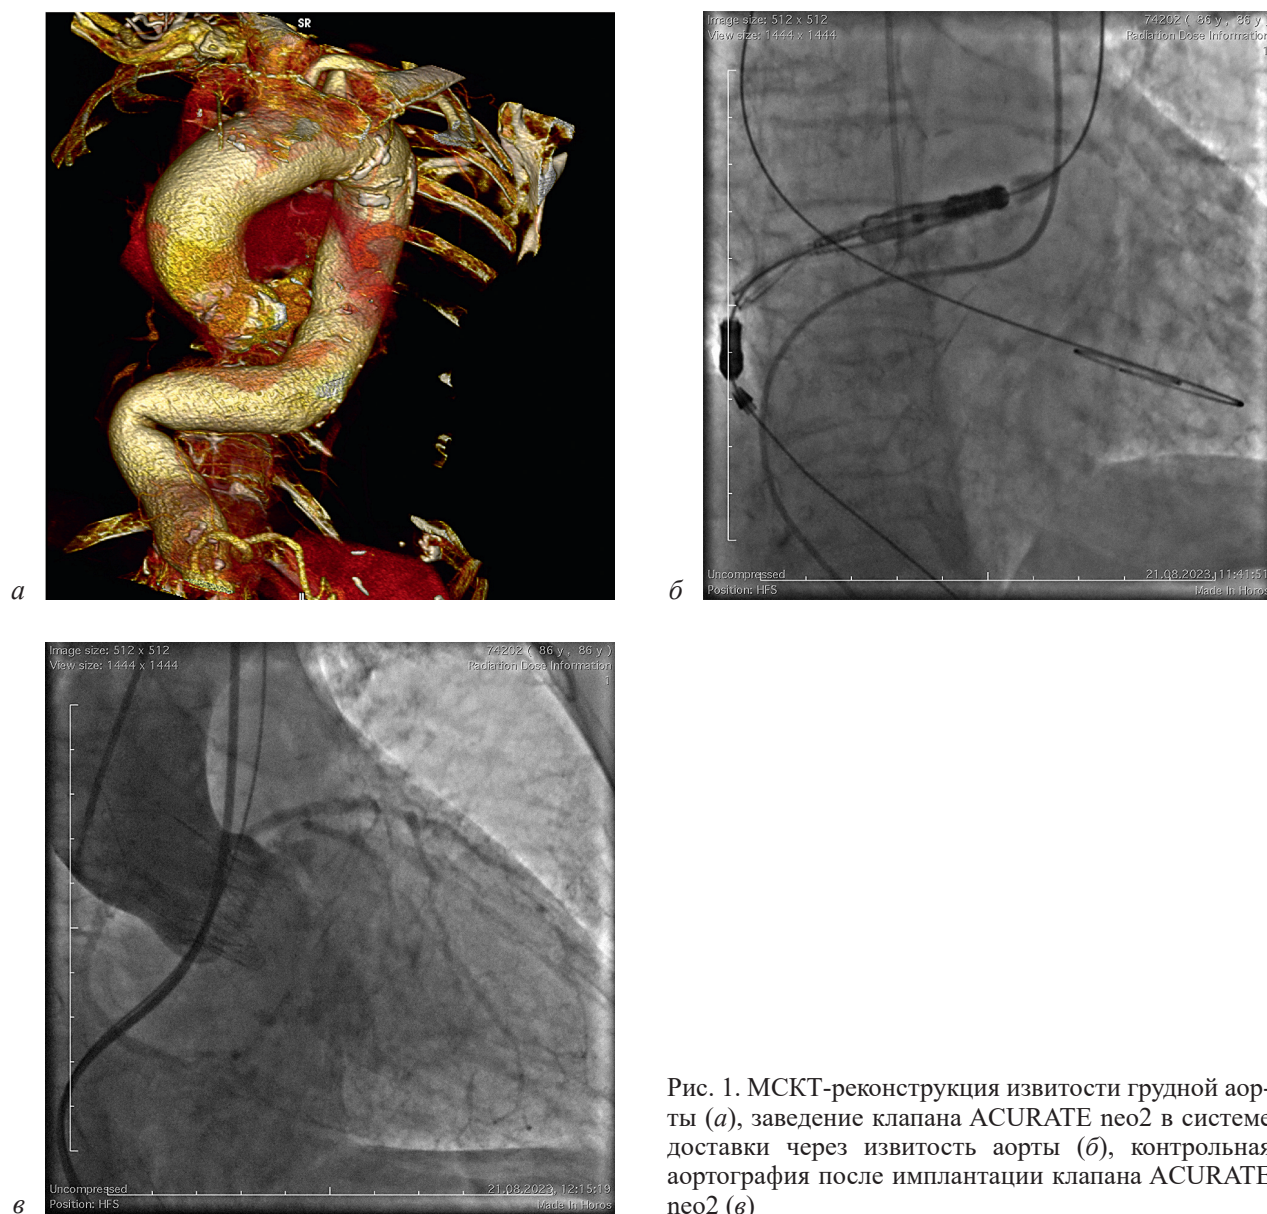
МСКТ-реконструкция извитости грудной аорты (а), заведение клапана ACURATE neo2 в системе доставки через извитость аорты (б), контрольная аортография после имплантации клапана ACURATE neo2 (в)
